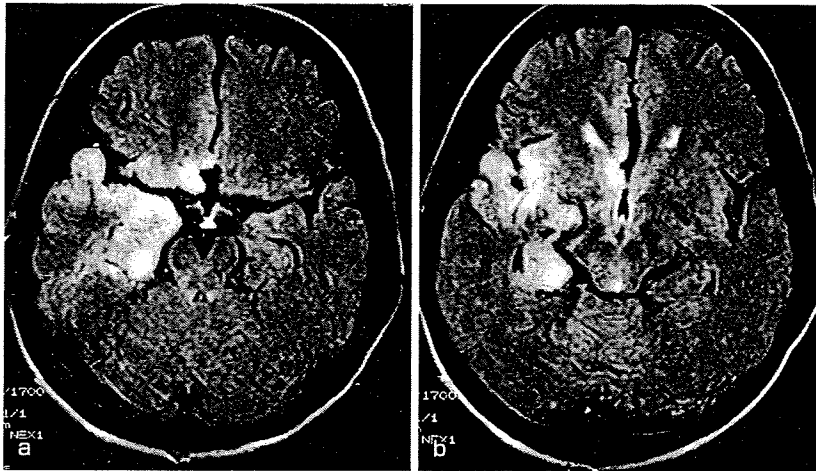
単純ヘルペス脳炎のMRI FLAIR像
